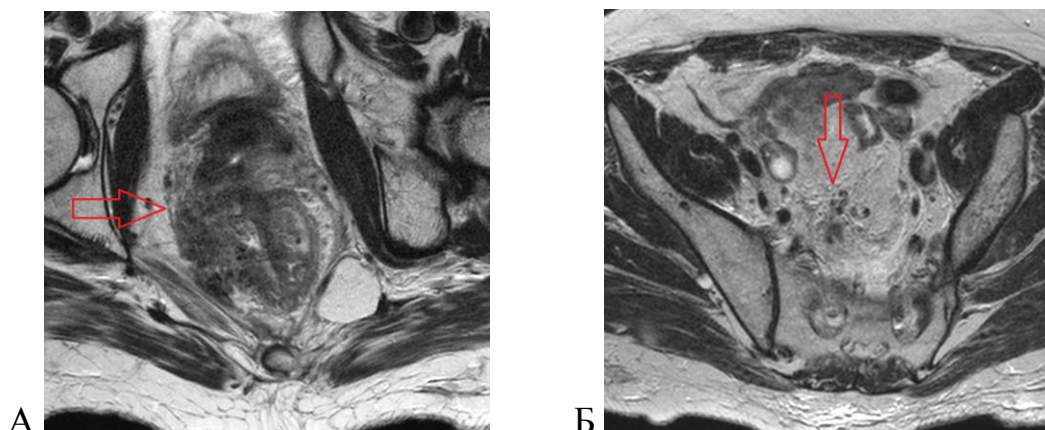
МРТ органов малого таза (08.07.2013 г.) Циркулярная опухоль среднеампулярного отдела (А) с пораженными лимфоузлами параректальной клетчатке (Б).
